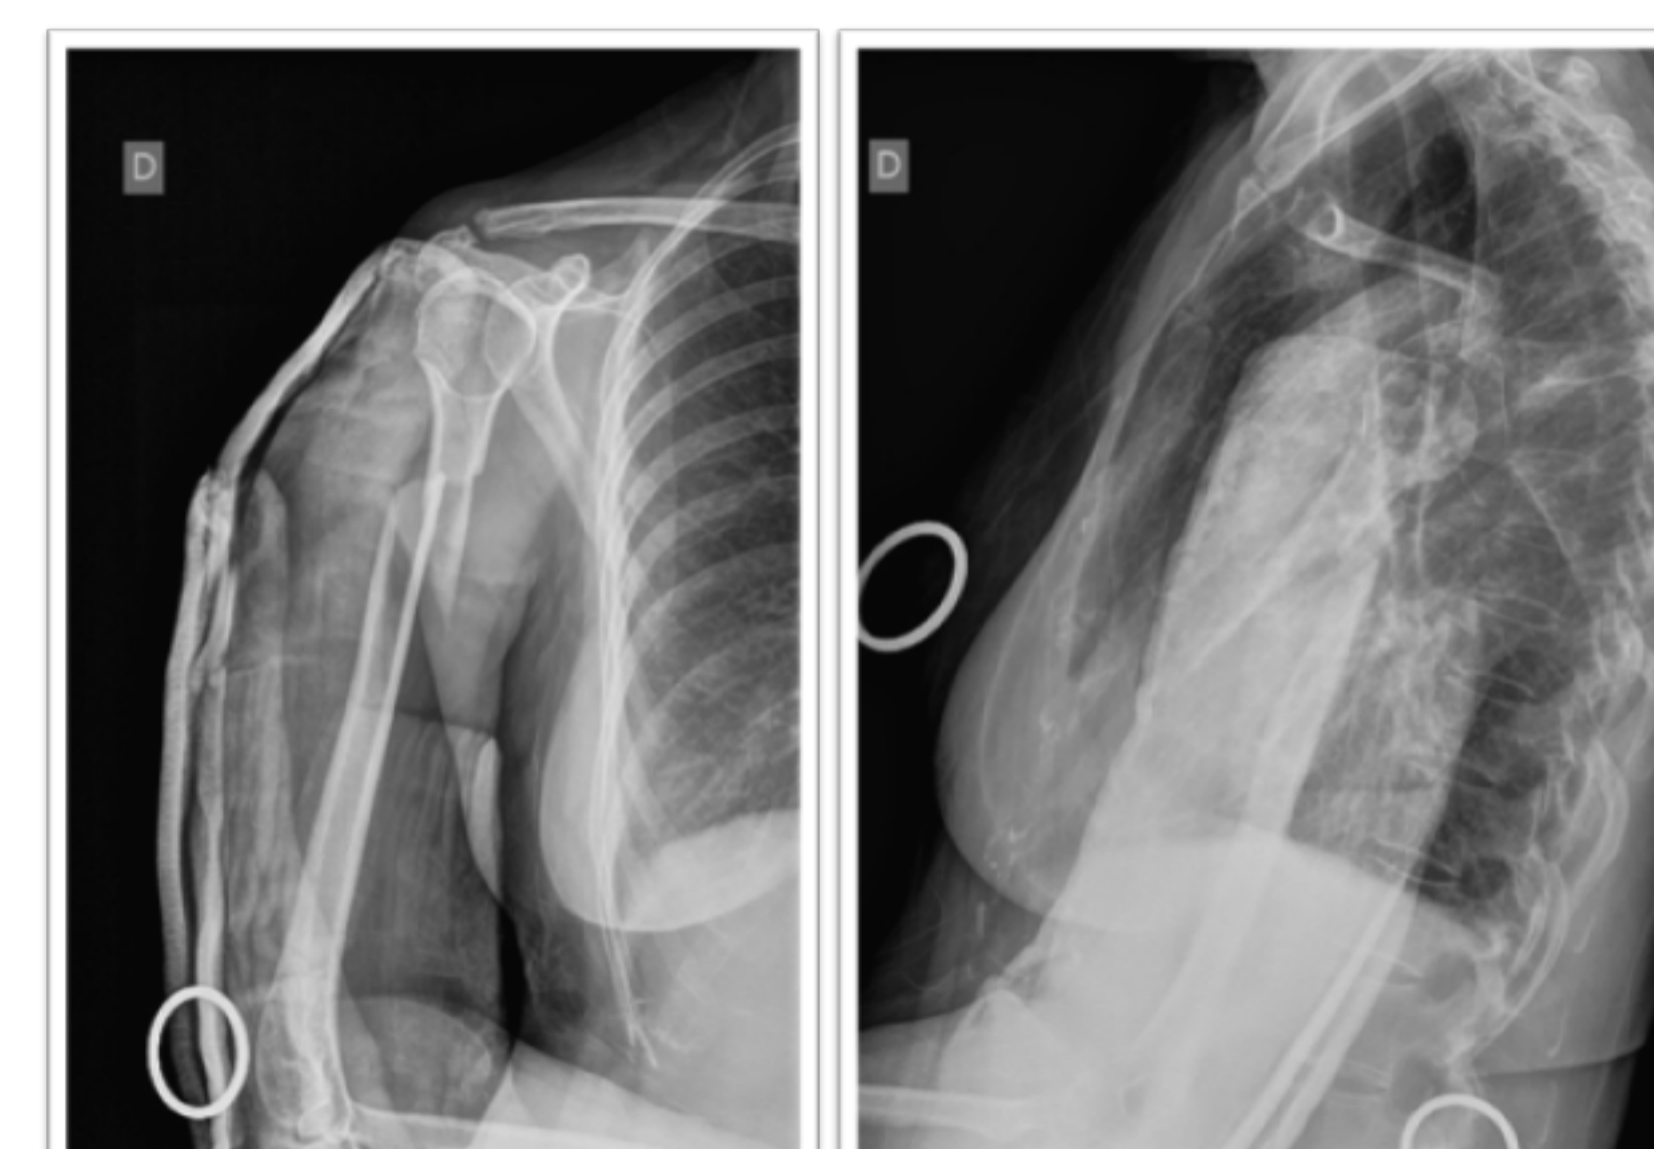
Radiografías anteroposterior y lateral de húmero derecho de control.
